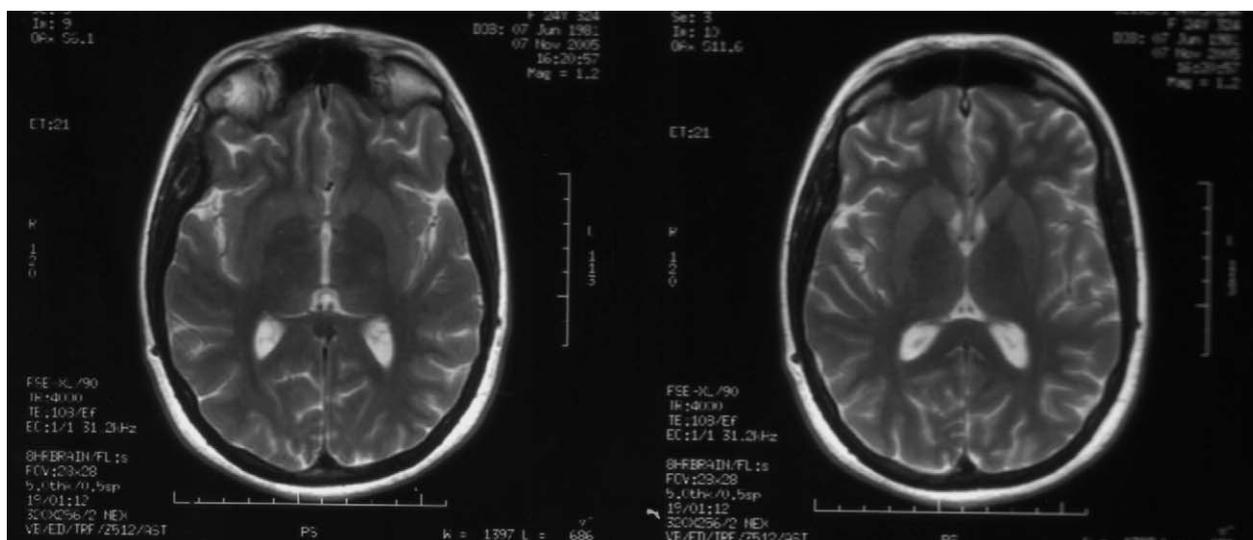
RMN dell'encefalo.
